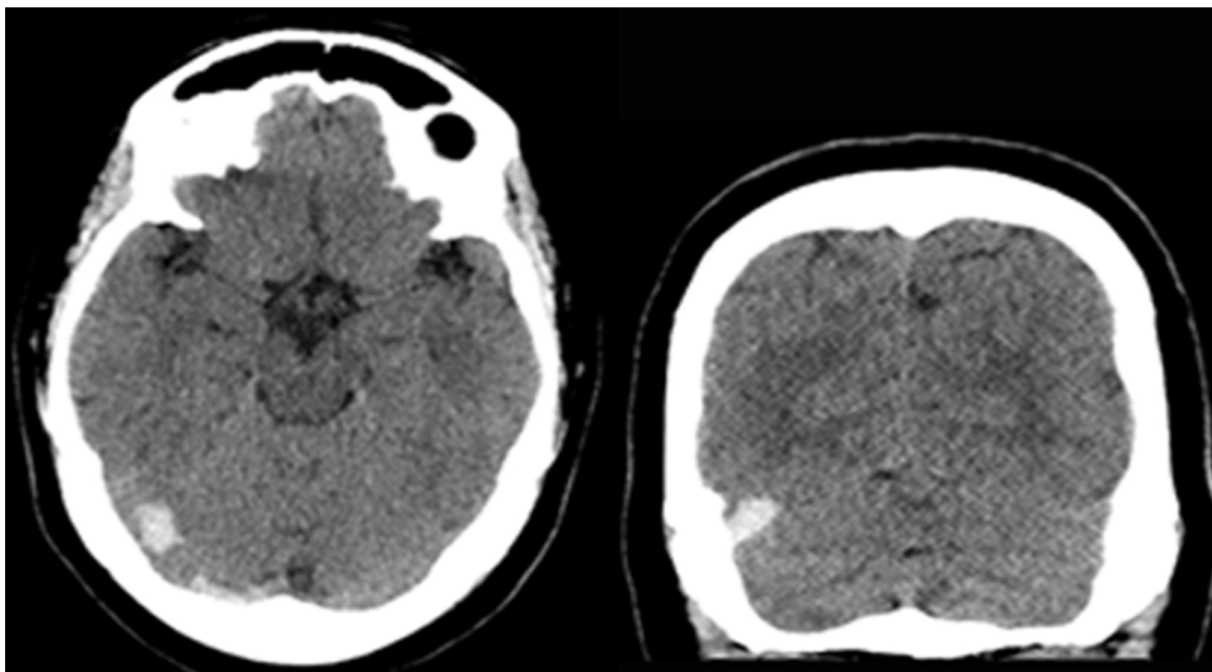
Tomografía Computada de encéfalo sin contraste: Se observa hiperdensidad en tórula y región occipital derecha que respeta corteza. Se interpretó como correspondiente a seno venoso transversal derecho.
